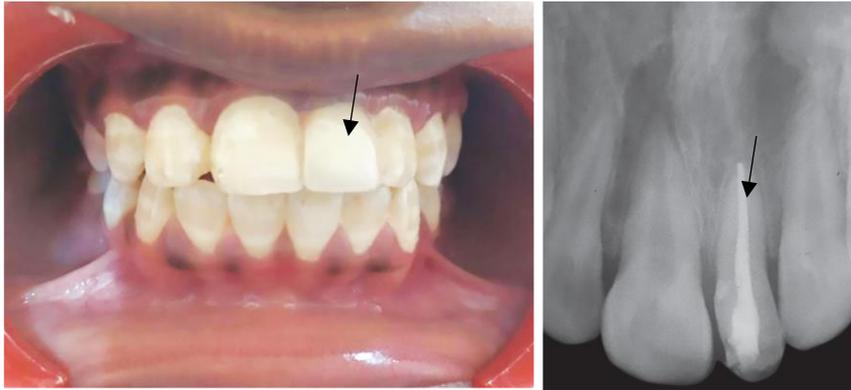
Photographie et radiographie post-opératoire montrant la couronne céramo-métallique et le traitement endodontique sur le mésiodens en site de 21. Thomas et coll. (15).
